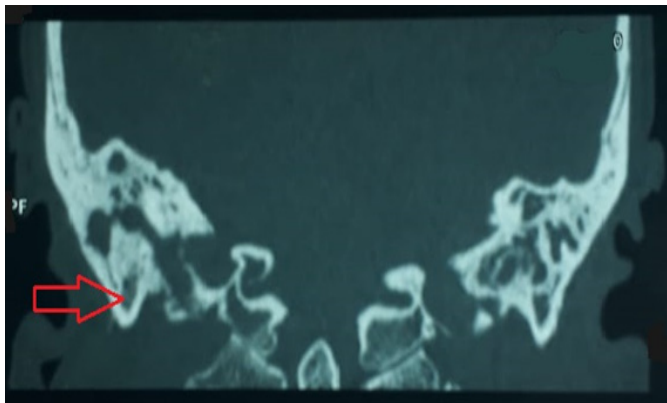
Tomografía de oídos que muestra celdas mastoideas hipodensas y coalescentes a predominio de lado derecho (flecha roja).
